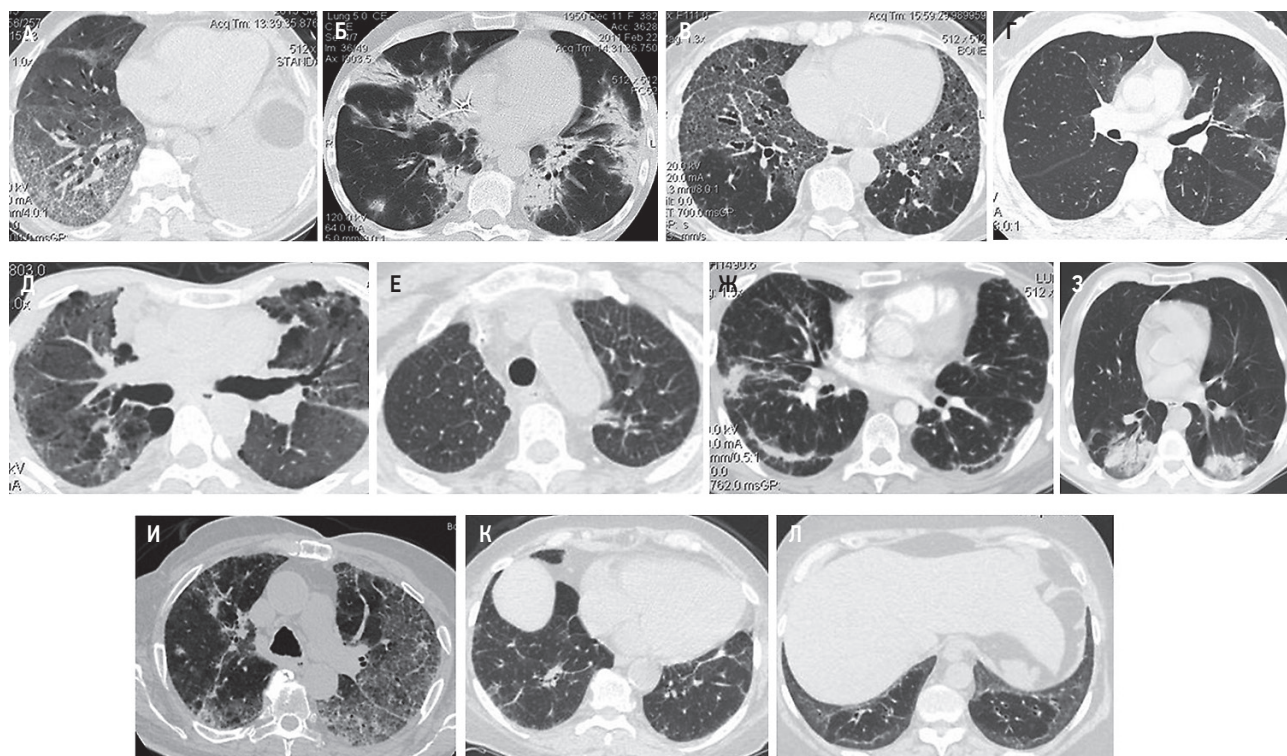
Паттерны при лекарственно-индуцированных поражениях легких: А – диффузное альвеолярное повреждение, острая форма амиодарон-индуцированного экзогенного токсического альвеолита; Б – организующаяся пневмония, подострая форма амиодарон-индуцированного экзогенного токсического альвеолита; В – фиброзная неспецифическая интерстициальная пневмония вследствие длительного приема психотропных препаратов; Г – респираторный бронхиолит в сочетании с интерстициальным заболеванием легких вследствие употребления кокаина; Д – плевропульмональный фиброэластоз при применении инъекционных (метадон) и ингаляционных (синтетические смеси) наркотических веществ; Е – признаки интерстициального отека легких при приеме цитарабина; Ж – альвеолит вследствие терапии блеомицином (неклассифицируемый КТ-паттерн); З – организующаяся пневмония вследствие терапии интерфероном; И – неспецифическая интерстициальная пневмония, подострая форма амиодарон-индуцированного экзогенного токсического альвеолита; К – экзогенный токсический альвеолит, индуцированный химиотерапией по схеме FOLFOX (неклассифицируемый КТ-паттерн); Л – неспецифическая интерстициальная пневмония на фоне терапии метотрексатом. Компьютерная томография (по Орловой Г.П. и др., 2021 [248])
